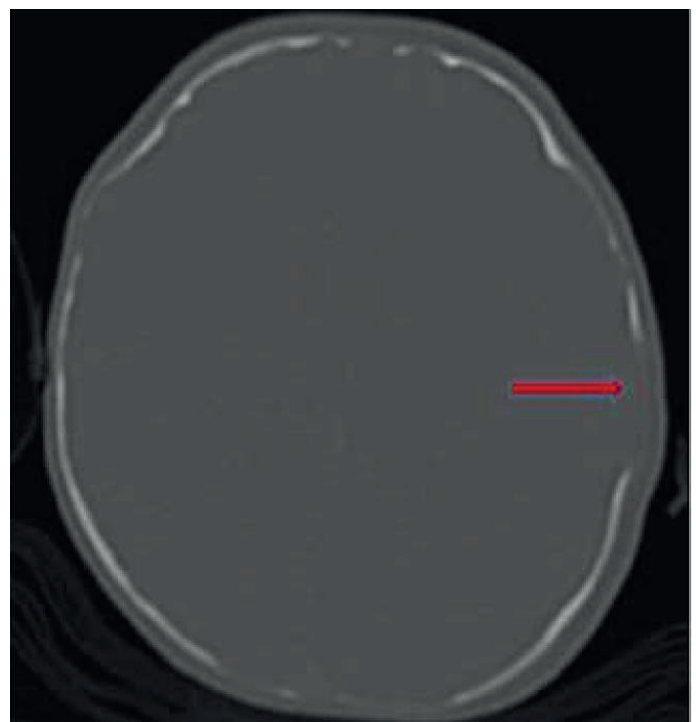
Computed tomography scan of infant demonstrating bone defects in the inner table of the skull
